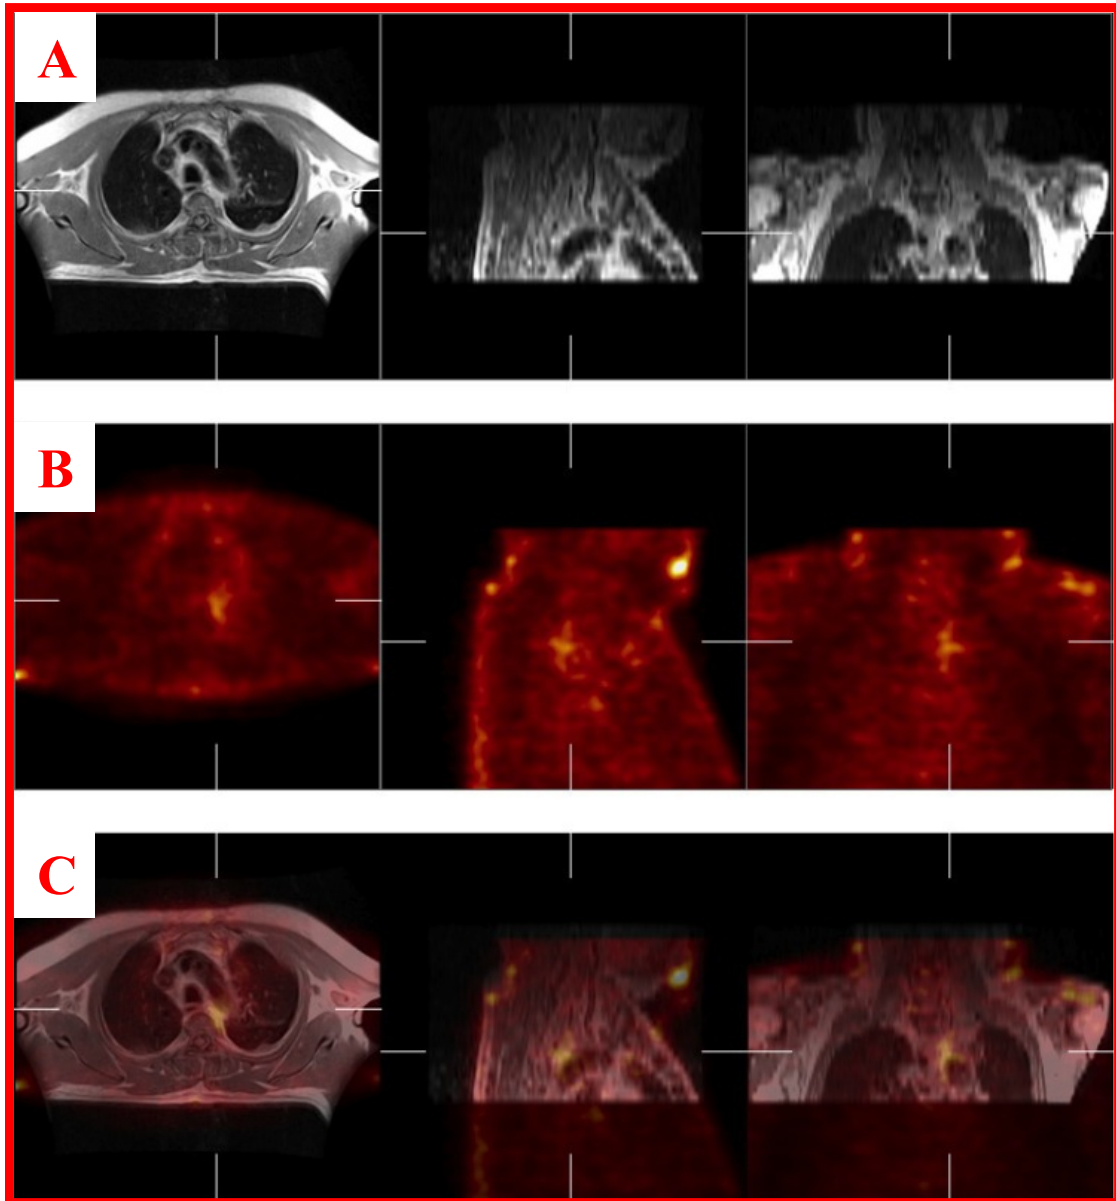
Paciente de 64 años, sexo masculino portador de cáncer de pulmón. Resonancia Magnética Nuclear (RMN) de tórax en (A) en vistas transversal, sagital y frontal. SPECT de tórax (B) con ^{99m}Tc -Glucarato como trazador en vistas transversal, sagital y frontal. Fusión de imágenes de la RMN con el SPECT (C) de tórax donde se observa una hipercaptación próxima a la pared interna del ápex del pulmón izquierdo.
